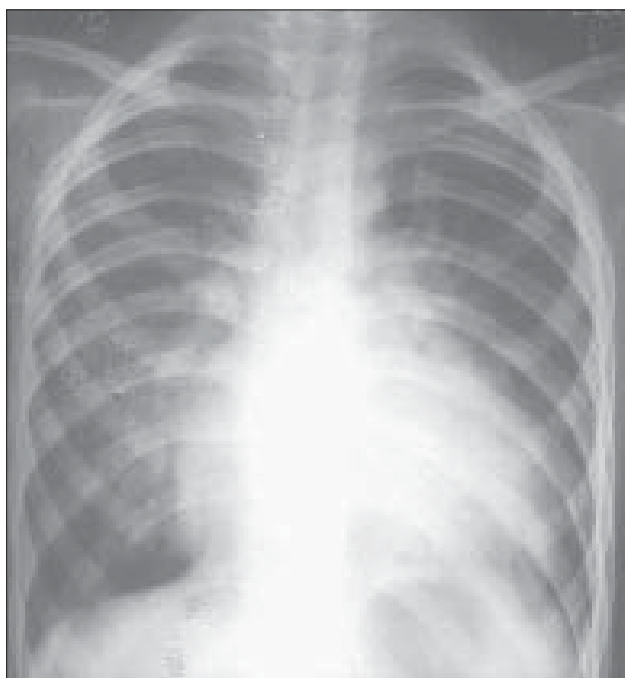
Benzi Kerley tip A. Radiografie toracică PA. Multiple linii fine opace formând o rețea în regiunea perihilară. Foițele scizurii orizontale apar ca două linii opace ușor îngroșate datorită edemului pleural.
